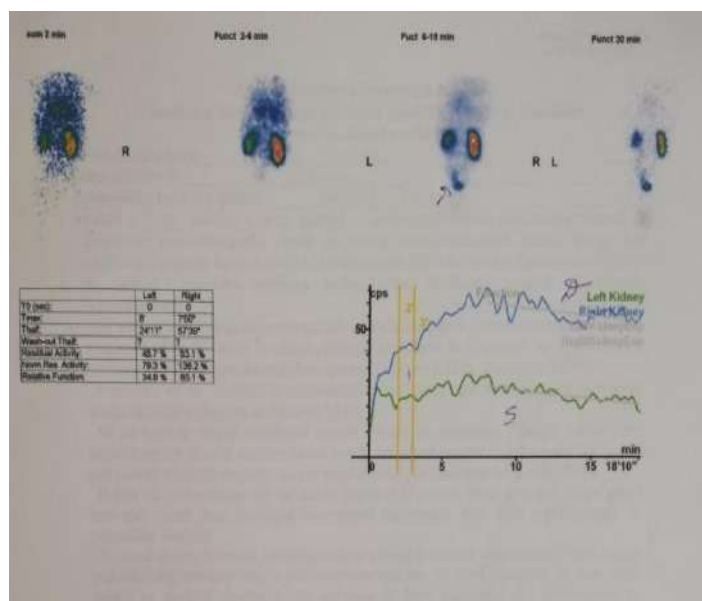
Renoscintigrafia dinamică.
